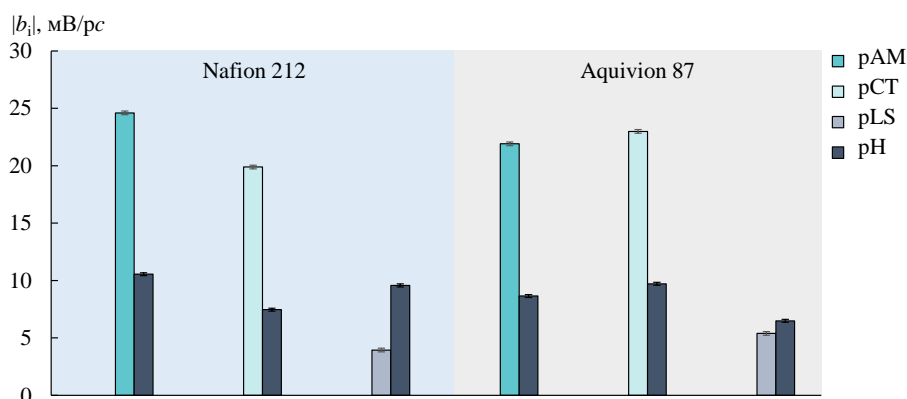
Чувствительность ПД-сенсоров на основе мембран Nafion 212 и Aquivion 87 к ионам биомаркеров вирусных заболеваний ( $\text{AM}^-/\text{AM}$ ,  $\text{CT}^+/\text{CT}^\pm$  или  $\text{LS}^+$ ) и  $\text{H}_3\text{O}^+$  в растворах искусственной слюны
